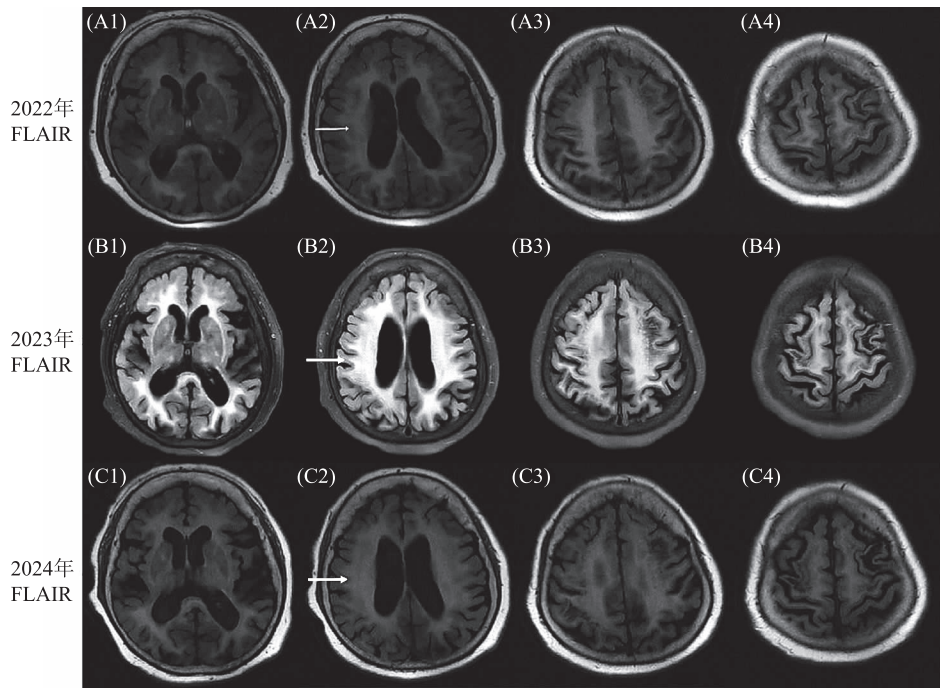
患者 MR 液体衰减反转恢复序列 (Fluid-attenuated inversion-recovery sequency, FLAIR) 可见片状高信号影 (白色箭头) 和明显的脑萎缩; 对比 2022 年 (A1-A4)、2023 年 (B1-B4)、2024 年 (C1-C4) 脑白质病范围未见明显变化
